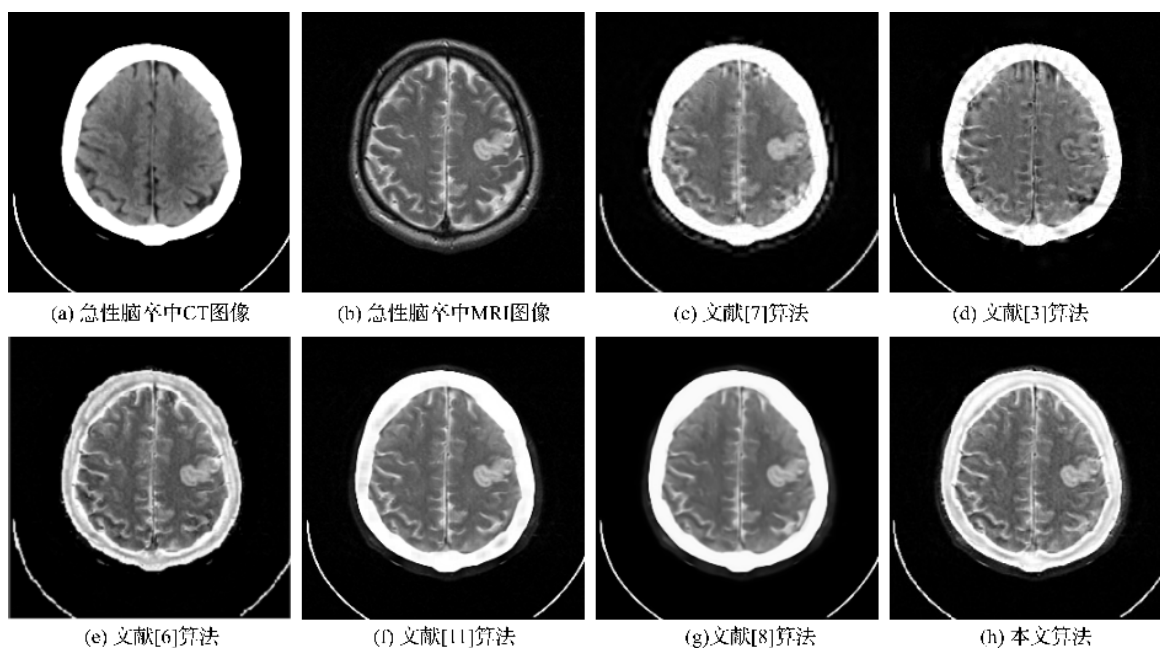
急性脑卒中患者的脑部 CT/MRI 图像的融合结果
